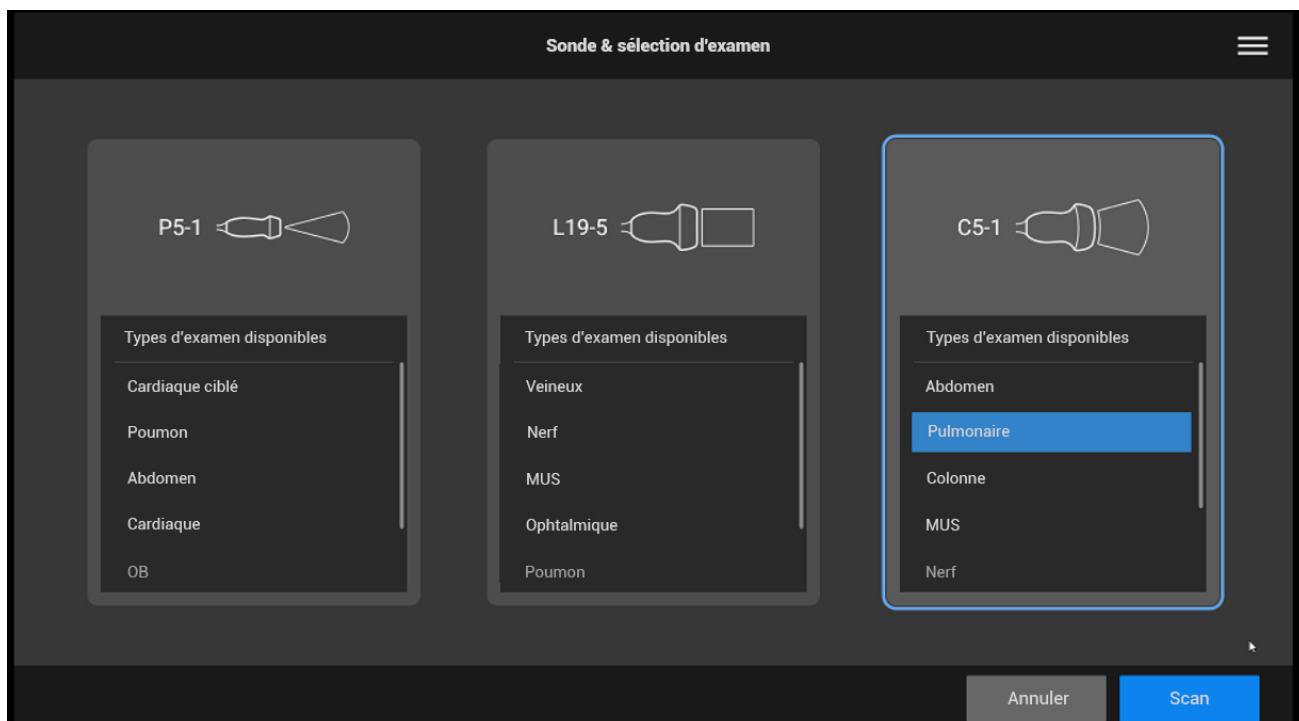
Sélectionner la sonde et le type d'examen appropriés pour l'échographie des poumons.
